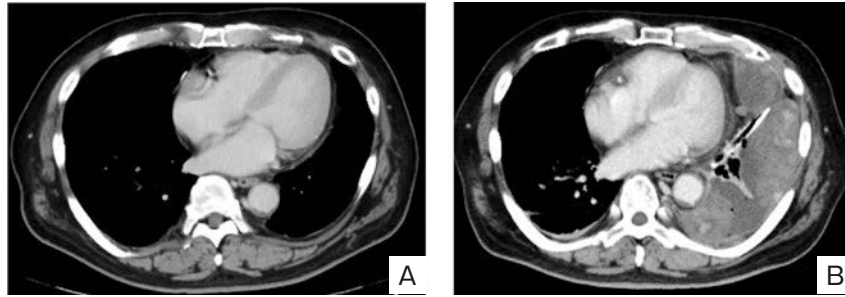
(A) Chest computed tomography imaging showed no tumors two months before the time of the recurrence. (B) Contrast-enhanced chest computed tomography imaging at the time of the recurrence showed giant tumors in the left thorax with a small amount of pericardial effusion due to chest tube management.
